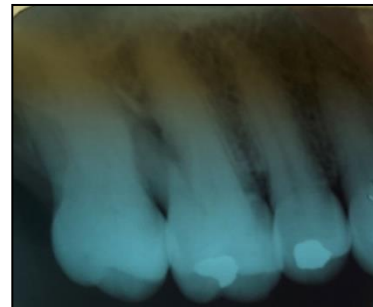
Radiografía Periapical pre quirúrgica del 15/16/17.
